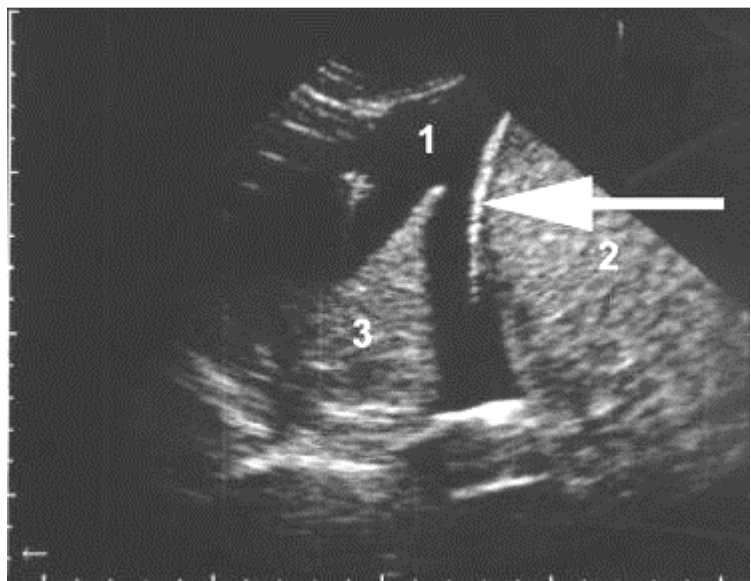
échographie pleurale montrant l'épanchement (1), la coupole diaphragmatique (flèche), le foie (2) et le poumon tassé (3)
